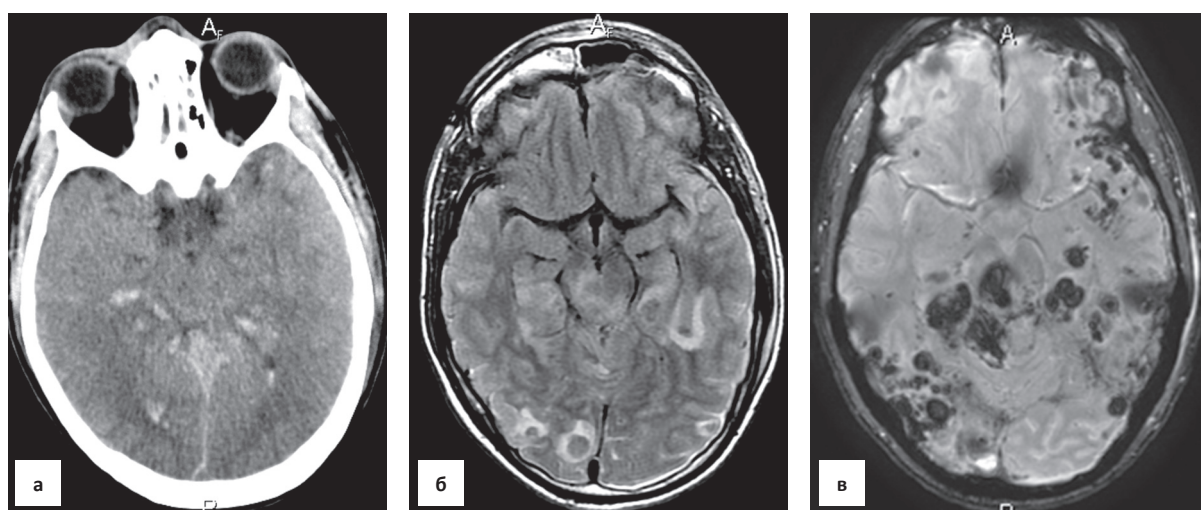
Диффузное аксональное повреждение в результате дорожно-транспортного происшествия. Шкала комы Глазго – 4. КТ (а) и МРТ: T₂-FLAIR(б), SWAN (в), на первые сутки после травмы. Продолжительность комы 37 сут. Исход – состояние минимального сознания. Режим SWAN (в) показывает высокую чувствительность к выявлению петехиальных геморрагий
